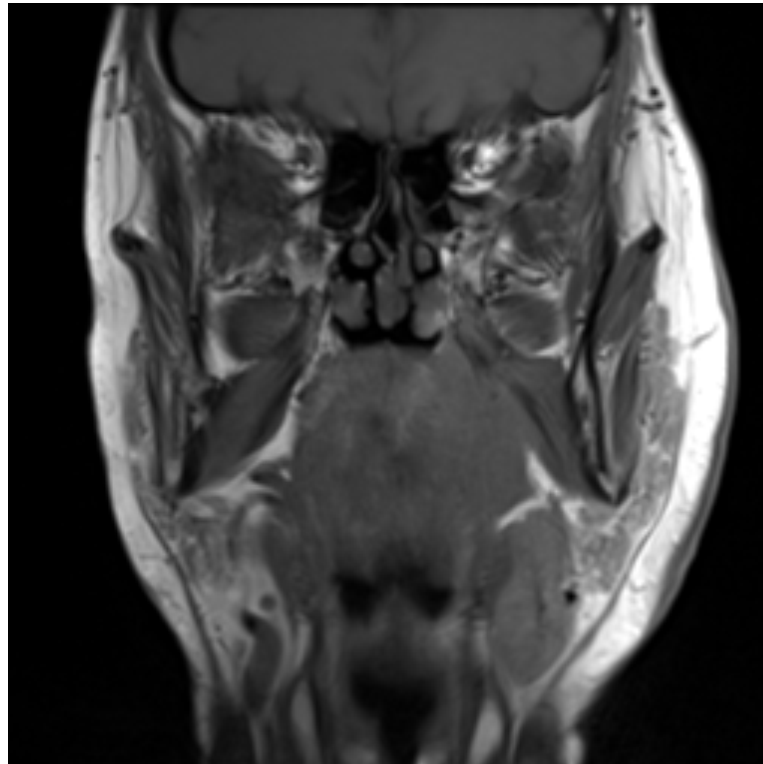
IRM en coupe frontale montrant une volumineuse masse de l'amygdale palatine gauche, isointense en T1, modérément hyperintense en T2 et rehaussée après injection de contraste. Elle mesure environ 30 mm (transversal) × 32 mm (antéropostérieur) × 28 mm (crânio-caudal). La lésion infiltre les piliers antérieur et postérieur avec une extension postérieure vers la paroi oropharyngée postérieure.
